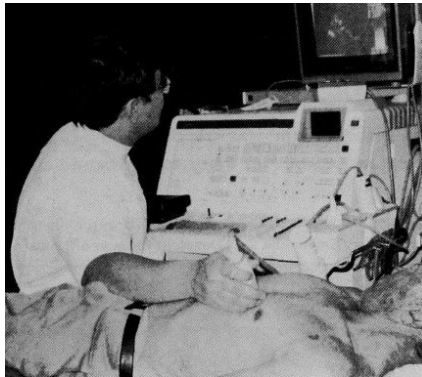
Omoto realizando una ecocardiografía con un equipo Aloka Doppler color. 1983.
